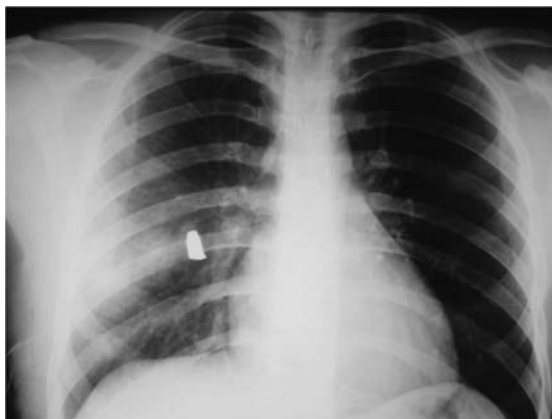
Radiografía que muestra un proyectil de arma de fuego alojado en el parénquima del pulmón derecho, sin hemotórax o neumotórax y sólo datos de contusión y hemorragia parenquimatosa. De acuerdo a las condiciones del paciente, el manejo en la mayoría de las lesiones por proyectil de baja velocidad, como en este caso, es conservador. (Cortesía del Dr. Gabriel Mejía Consuelos.)
